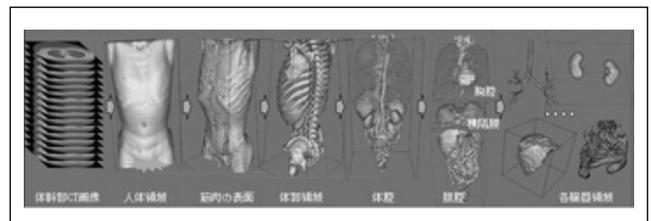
CT画像における人体解剖学的な正常構造の解析に基づくタイプのCADシステムの開発²⁸⁾
